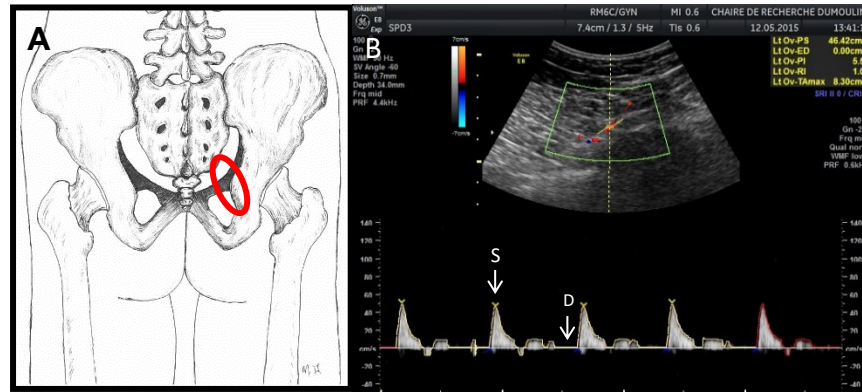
Probe position (A). Doppler waveform of the internal pudendal artery blood flow (B) with parameters signification (Peak systolic velocity (S) and End-diastolic velocity (D)).
